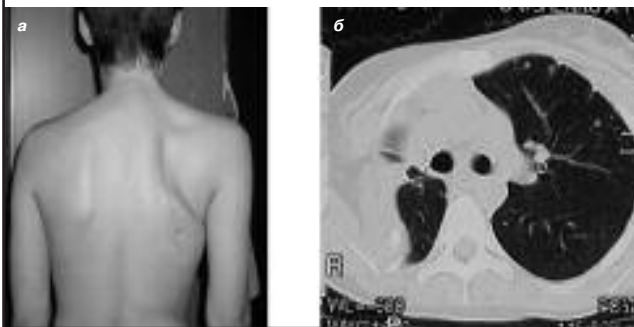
Та же больная. Через 3 года после хирургического лечения: а – вид со стороны спины; б – КТ легких.
